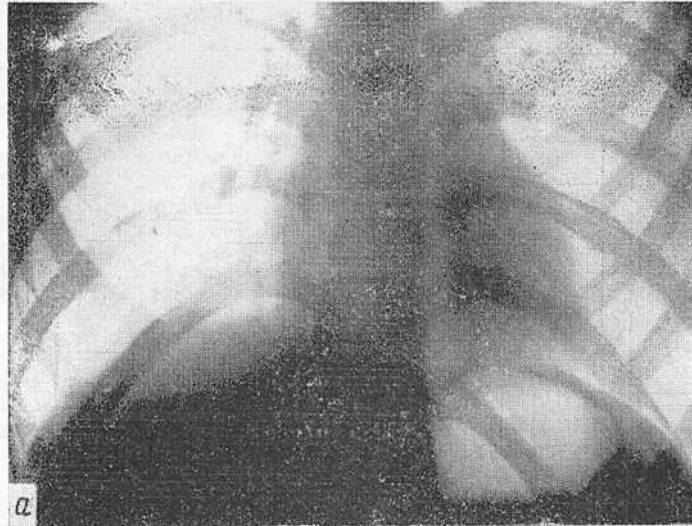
Рентгенограмма грудной клетки ребенка 12 лет в передней проекции (а) и томограмма в той же проекции (б).
